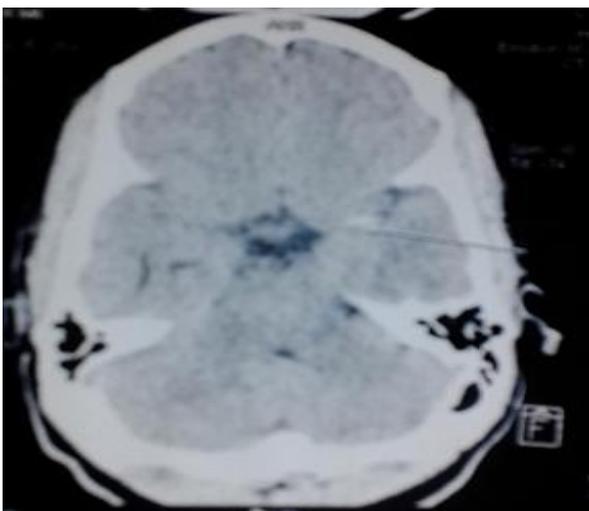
TDM crano-encéphalique sans injection, coupe axiale, objectivait à l'étage sus tentoriel, une hyperdensité spontanée du segment M2 de l'artère cérébrale moyenne gauche (flèche).
